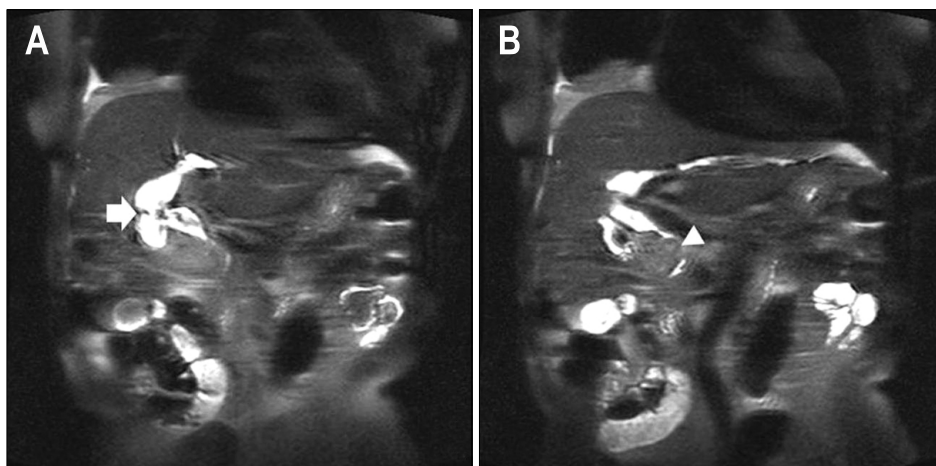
Magnetic resonance cholangiopancreatography revealed (A) choledochoduodenostomy site at perihilar area (arrow) and (B) eccentric narrowing of distal common bile duct due to a mass (arrow head).
